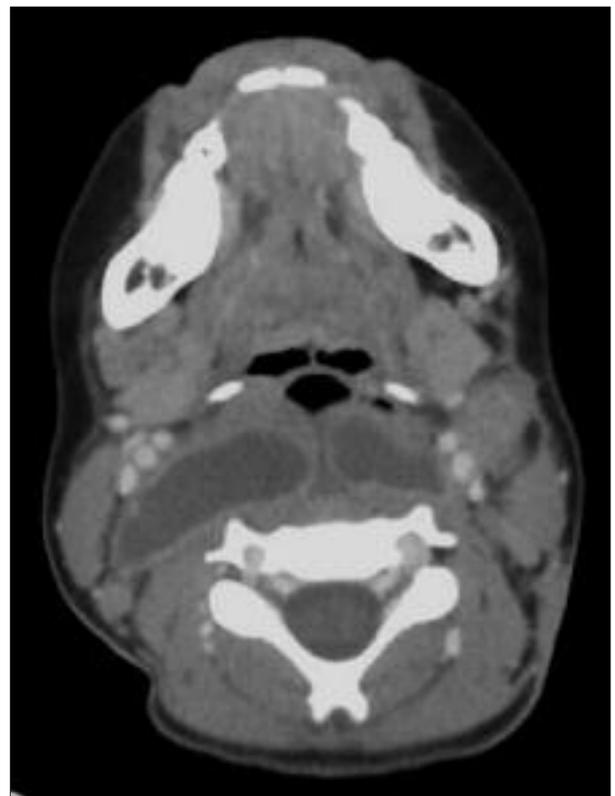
Imagen del TAC donde se aprecian zonas de abscesificación.
